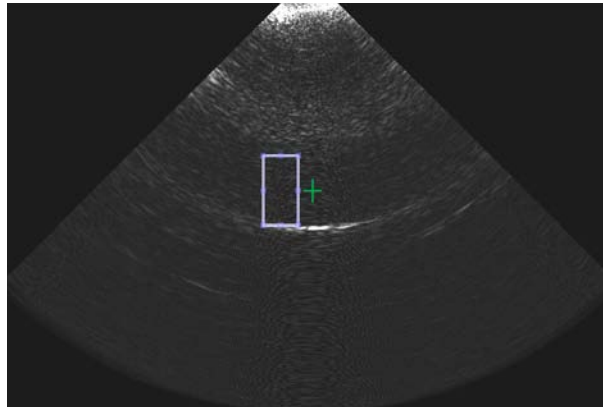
choix manuel de la ROI (rectangle) dans une image échographique avec indication du foyer (croix verte)
